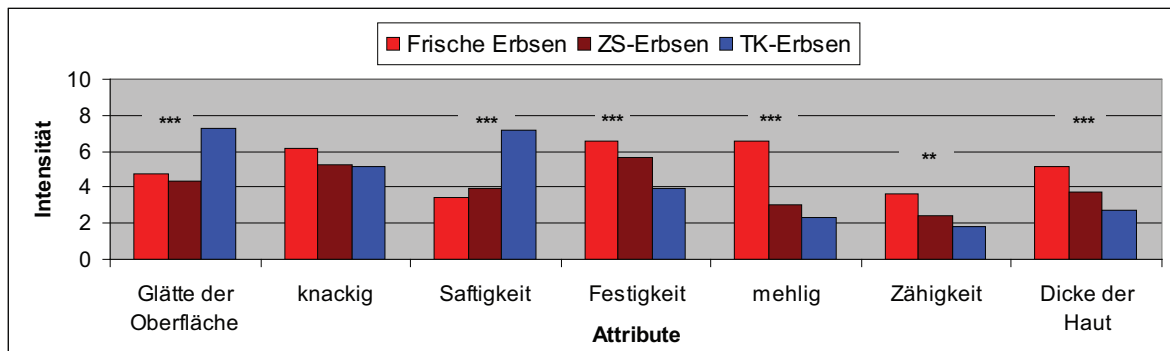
Textur-Attribute von Frischen Erbsen, ZS-Erbse und TK-Erbse im Vergleich.* \* =  $p < 0.05$ , \*\* =  $p < 0.01$ , \*\*\* =  $p < 0.001$
